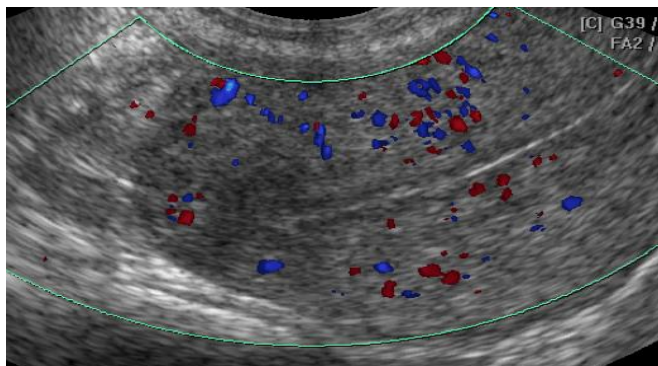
Перфузия матки в пролиферативную фазу цикла
